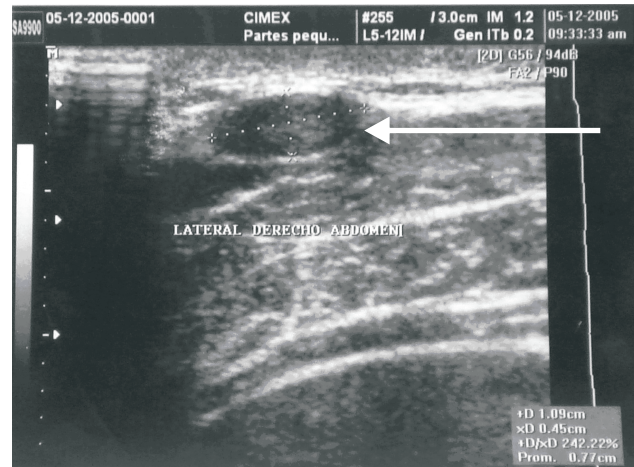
La flecha indica el aspecto de un neurofibroma solitario localizado en pared abdominal a la ultrasonografía con transductor sectorial de 7,5 a 12 Mhz.
